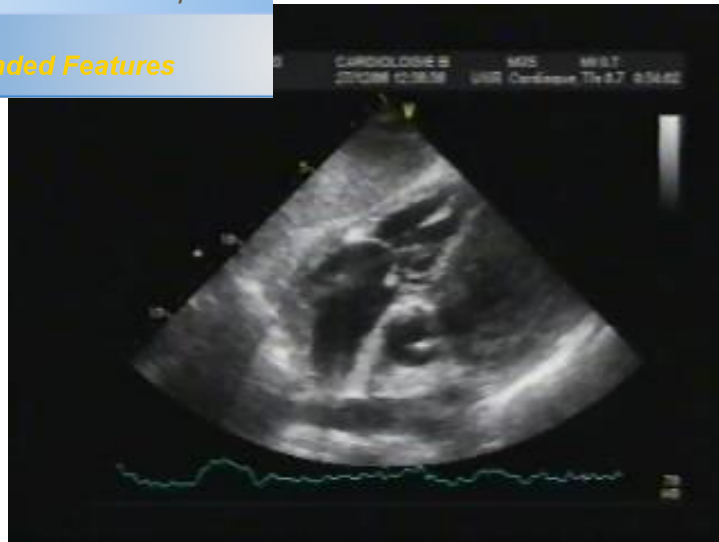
Image échocardiographique par voie sous costale visualisant la végétation tricuspide.
